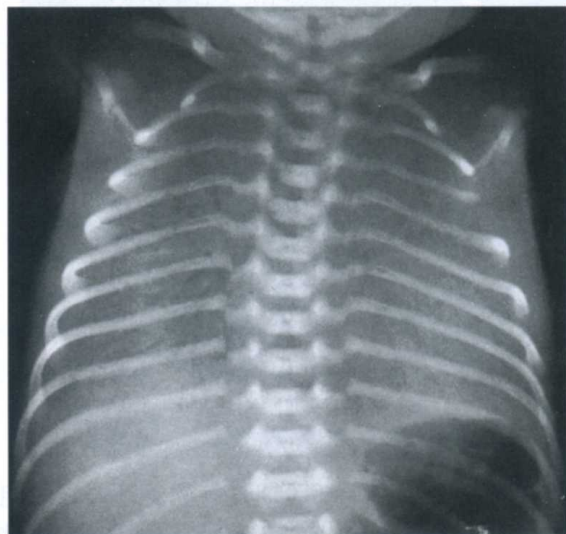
新生儿呼吸窘迫综合征X线平片表现
